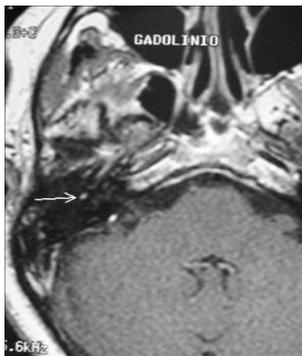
Imagen de resonancia magnética nuclear con corte axial que muestra el realce del nervio facial en su trayecto intracanalicular
